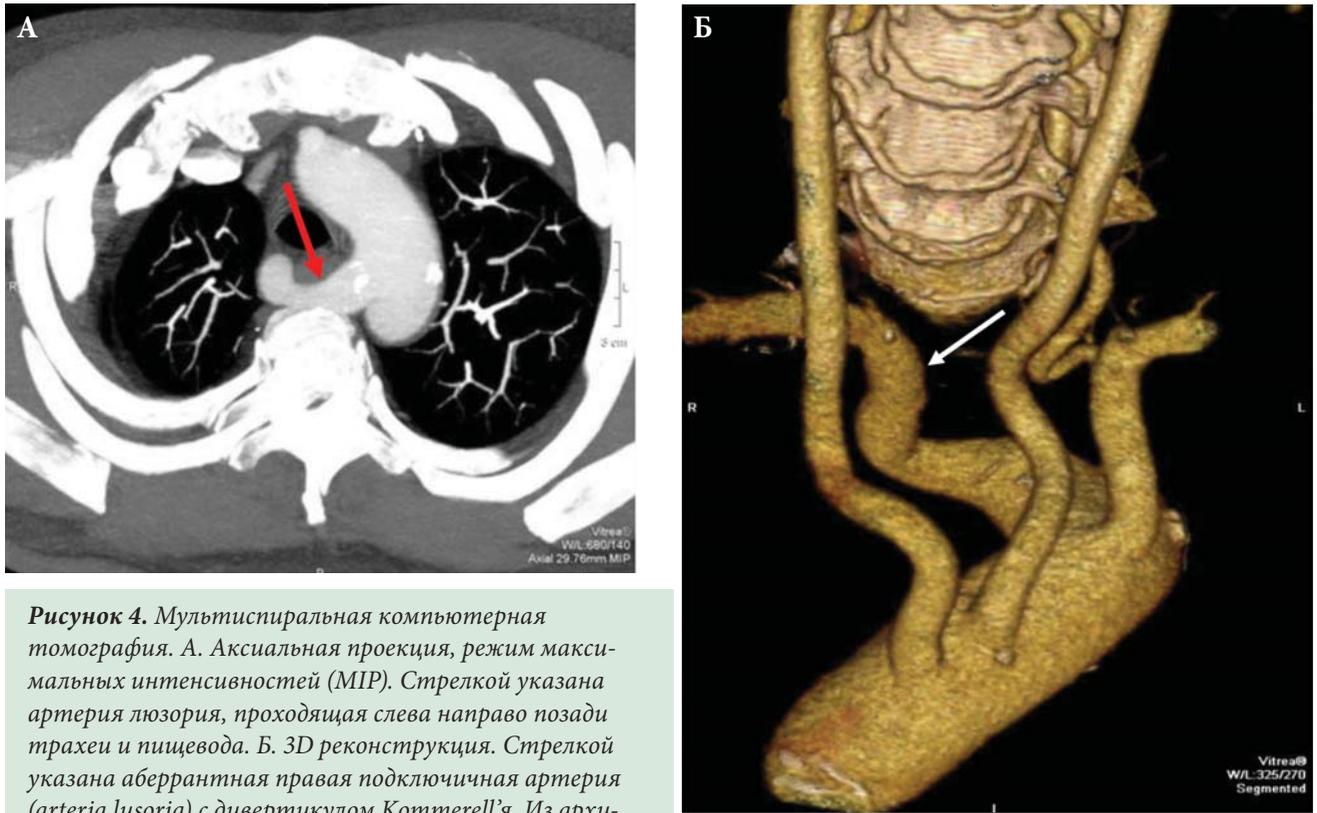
Мультиспиральная компьютерная томография. А. Аксиальная проекция, режим максимальных интенсивностей (MIP). Стрелкой указана артерия люзория, проходящая слева направо позади трахеи и пищевода. Б. 3D реконструкция. Стрелкой указана aberrантная правая подключичная артерия (arteria lusoria) с дивертикулом Kommerell'я. Из архива доктора Кемеж Ю.В.
